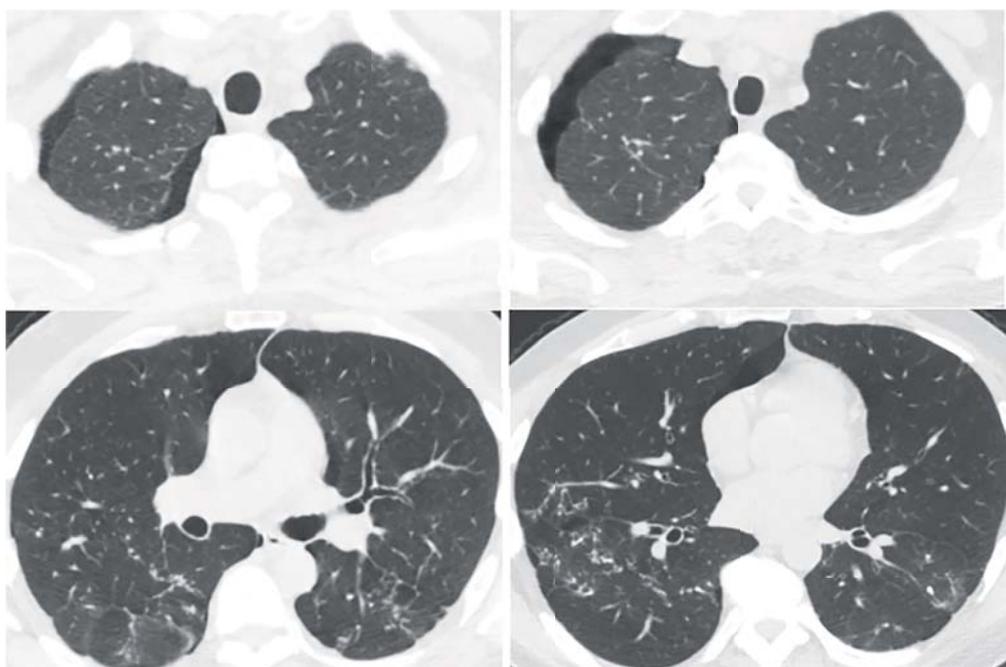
КТ ОГК — вузликова ЛО.
